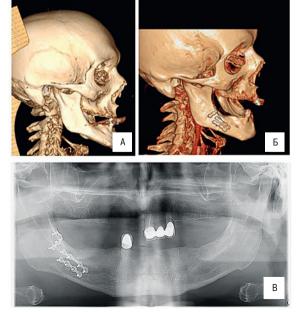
А, Б, В. До- (A) и послеоперационная (Б) компьютерная томография (КТ) в 3D реконструкции. Послеоперационная ортопантомограмма (В).
